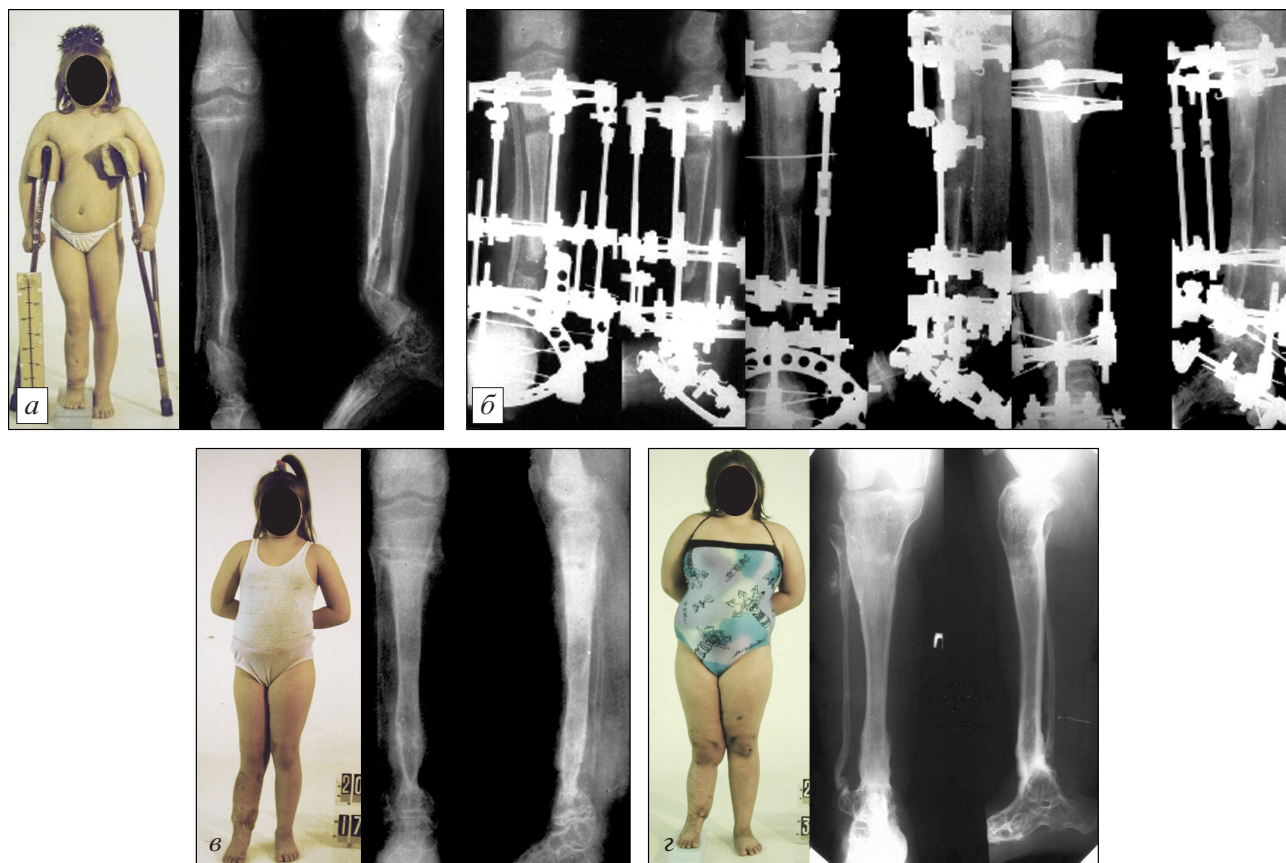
Фотографии и рентгенограммы пациентки В., 8 лет (объяснение в тексте).
